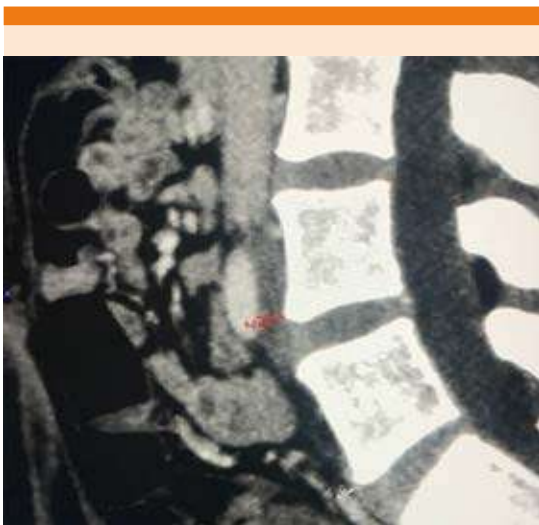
Tomografía computada contrastada de abdomen, corte sagital a nivel lumbar que evidencia la reducción de espacio entre la vena ílica izquierda y la cuarta y quinta vértebras lumbares (línea roja).
